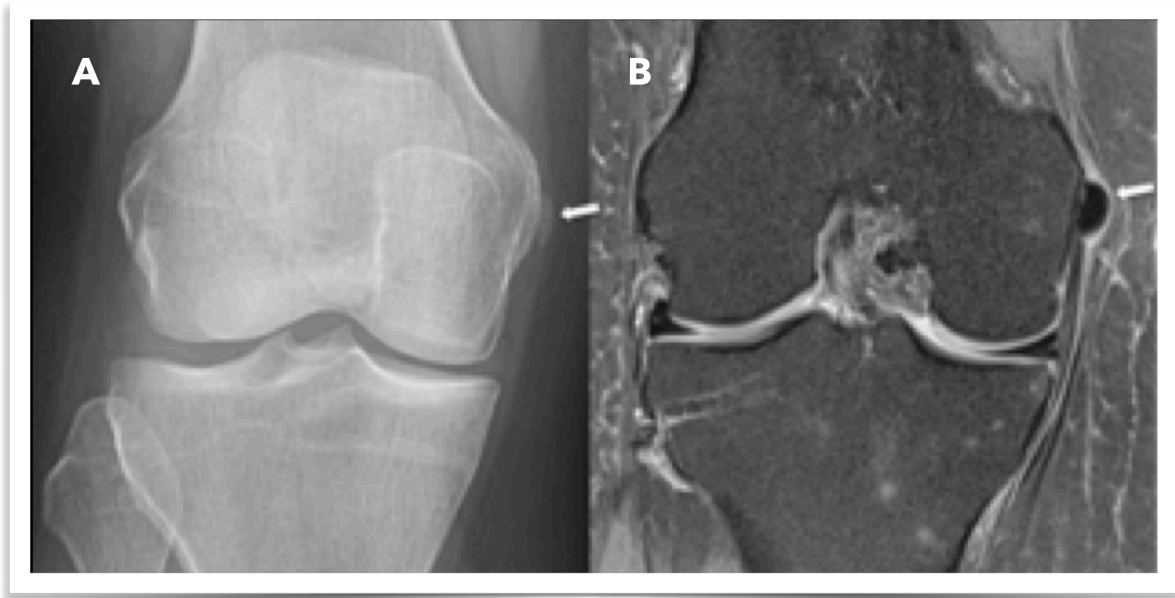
Lesión de Pellegrini-Stieda en RX a) y en RM b).
